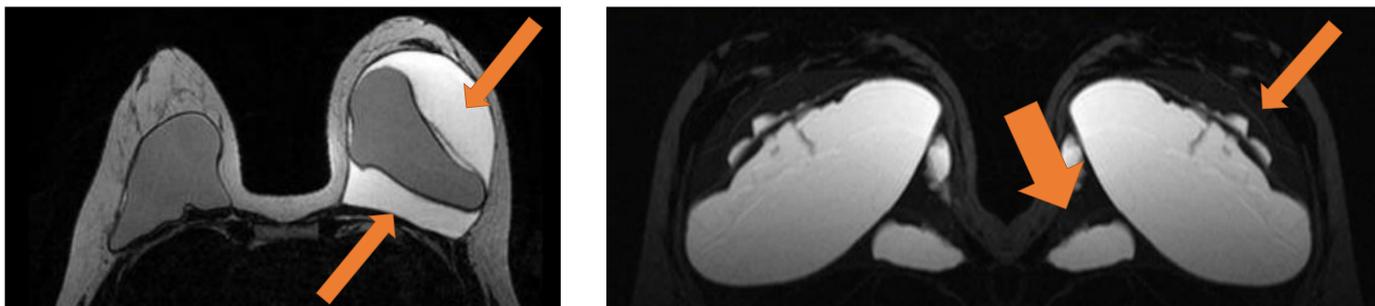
RM potenciada en secuencias T2 y secuencias específica de silicona en transversal. Gran cantidad de líquido alrededor de la prótesis (flechas naranjas).
